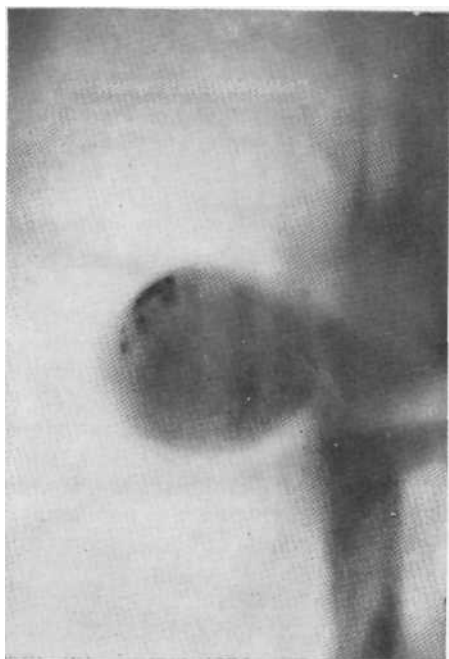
Томограмма в боковой проекции. Гамартохондрома с единичными обызвествлениями. Наружные контуры тени четкие, легочный фон не изменен. Операция.
